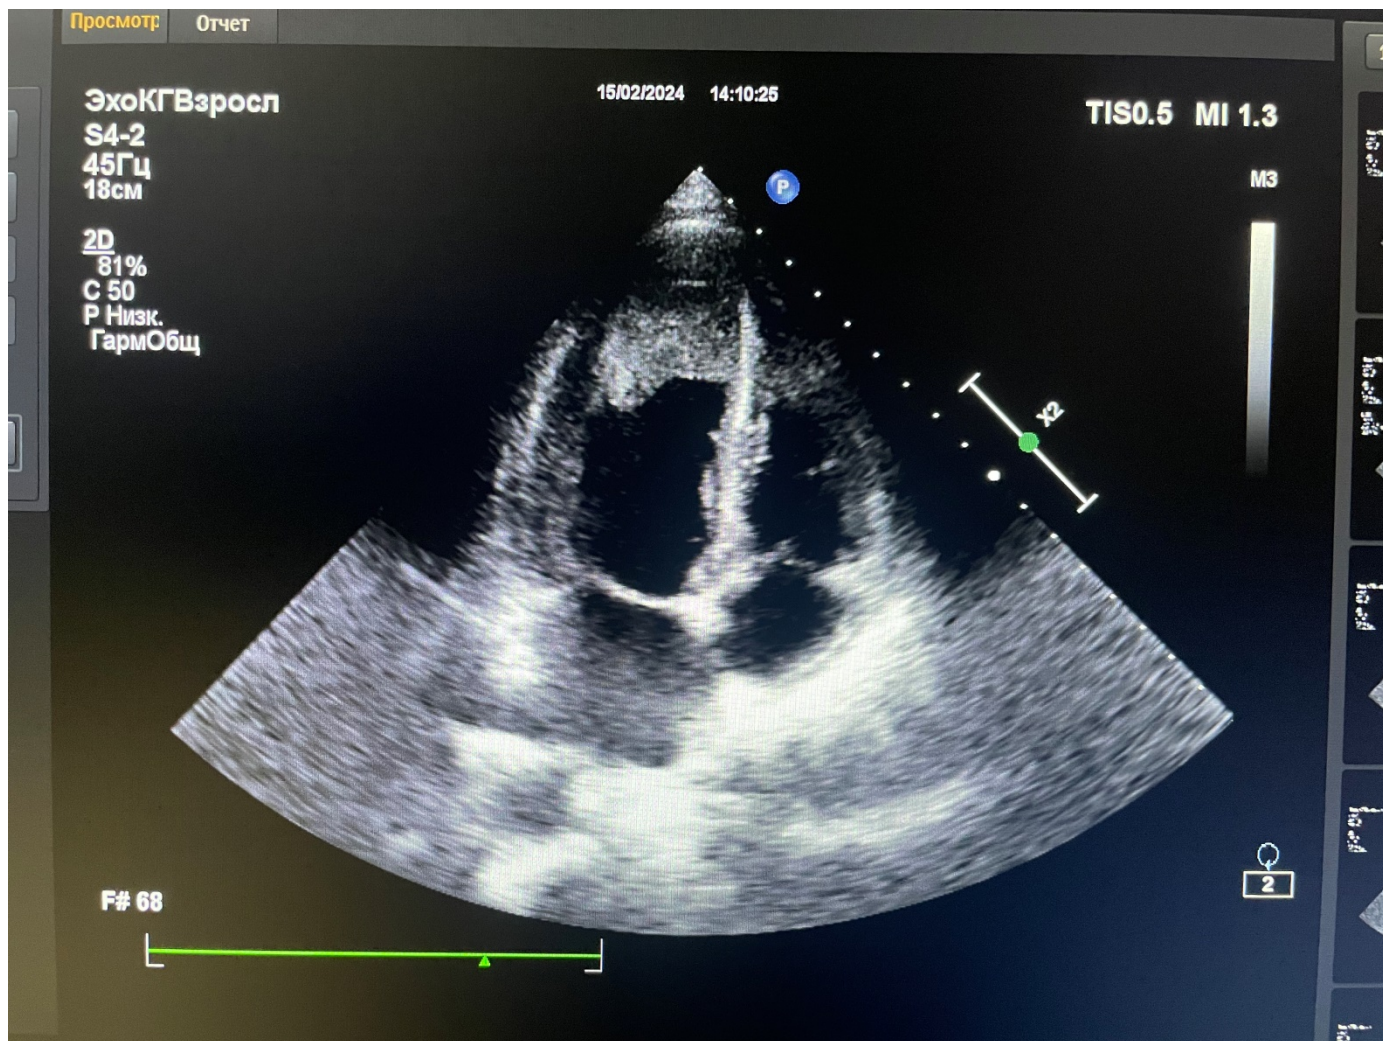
Фото трансторакальной эхокардиографии от 15.02.24. Апикальная позиция.
